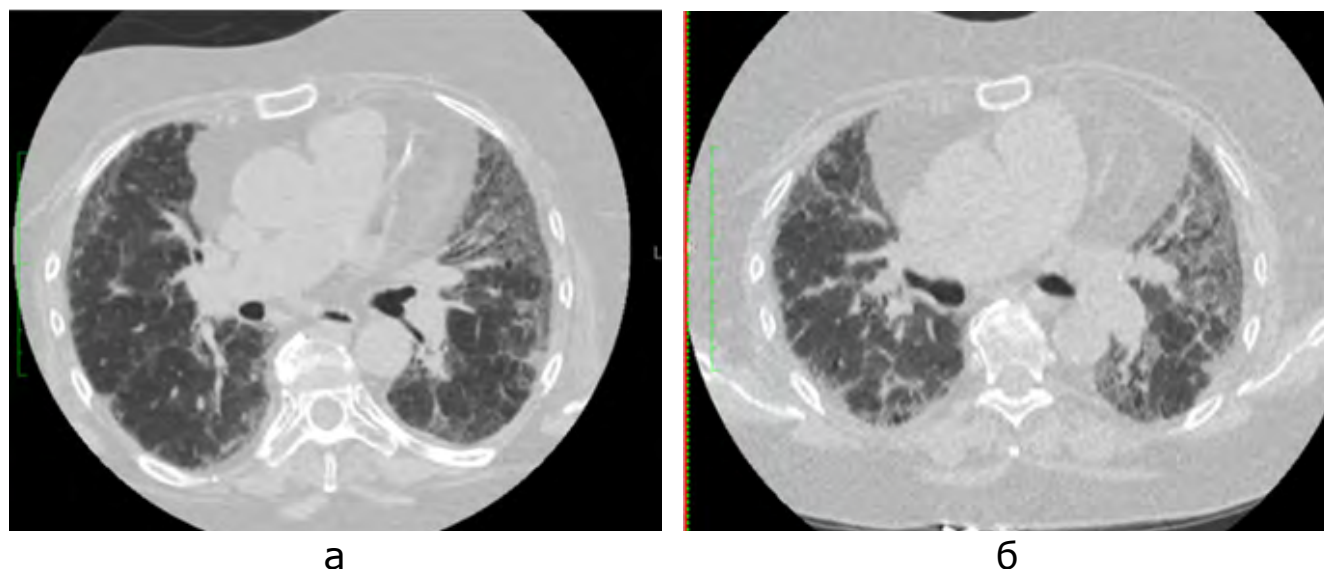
МСКТ ОГП аксиальные сканы на уровне легочного ствола (а - исходное сканирование, б - динамика через 3 года). Паттерн НСИП при динамическом наблюдении с выраженными признаками нарастающего фиброза в динамике у пациента с РА.
